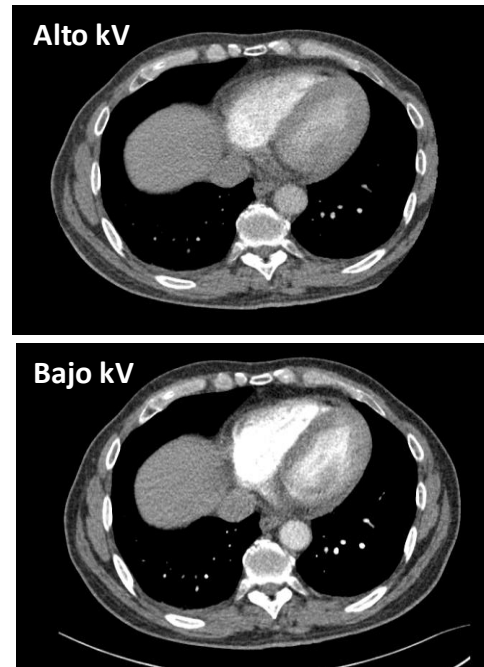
Imagen adaptada de *Dual-energy CT: minimal essentials for radiologists*, Japanese Journal of Radiology 2022
